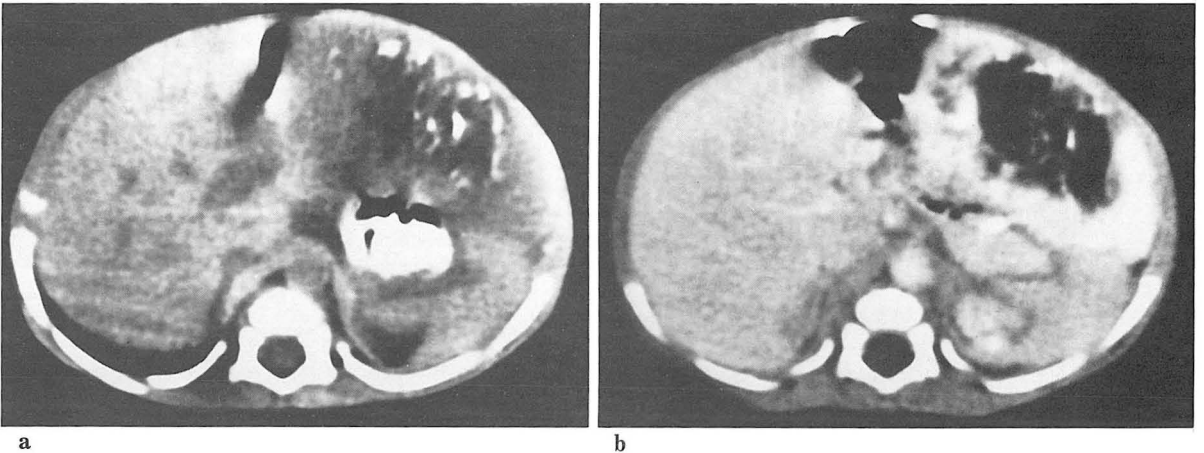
a. Precontrast CT scan shows low attenuation mass with multiple calcifications in the left lobe of liver.
